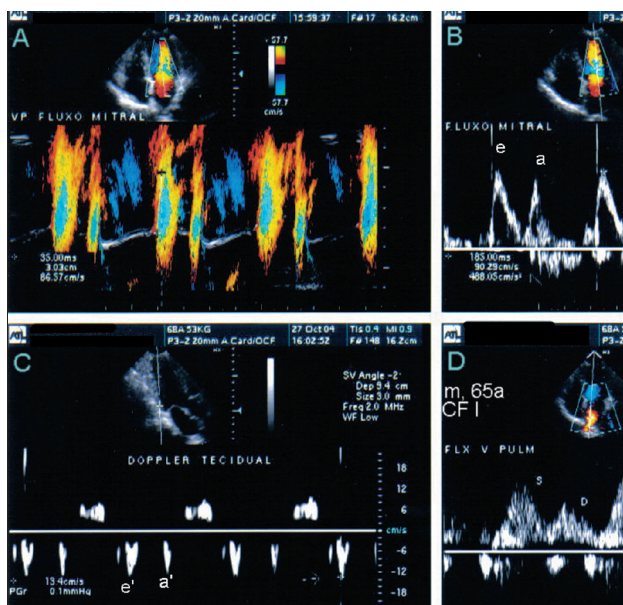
Perfil ecocardiográfico Doppler de função diastólica normal. A: Color M-mode do fluxo mitral, observando-se velocidade normal de propagação (86 cm/s) obtida no primeiro componente com inscrição verticalizada de sua rampa. B: Curva de Doppler pulsátil do fluxo mitral normal demonstrando onda E maior que a onda A, com tempo normal de desaceleração do fluxo protodiastólico (185 ms). C: Curva de Doppler tecidual no nível do anel mitral com velocidade protodiastólica normal ( $e' = 14$  cm/s). D: Curva de velocidade do fluxo de veia pulmonar de boa qualidade, mostrando os componentes sistólico (S) e diastólico (D) normais, com pequena onda retrógrada telediastólica correspondente à contração atrial.
